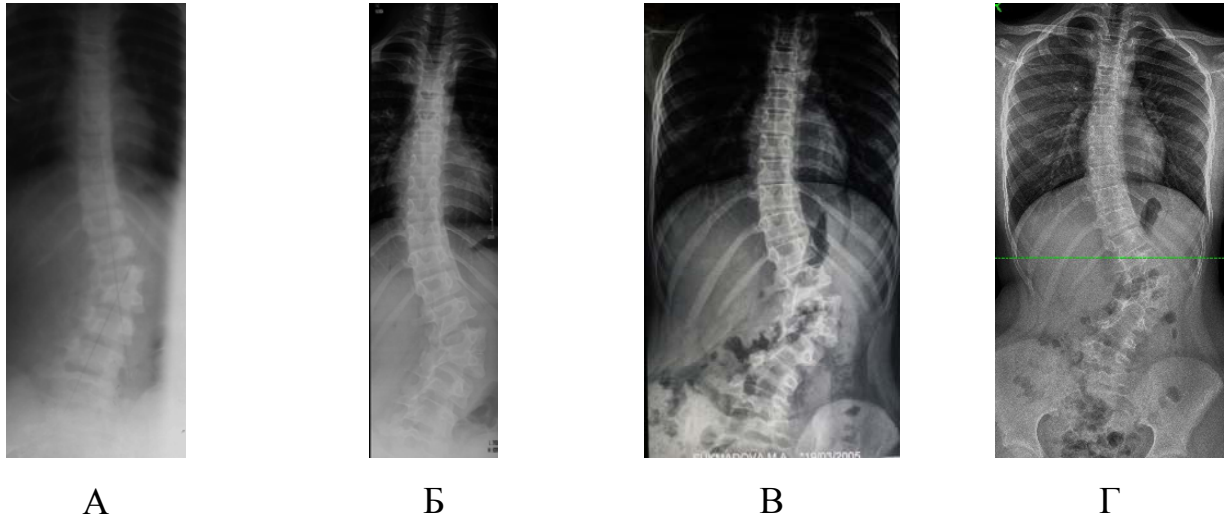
Рентгенограммы позвоночника пациента С. (№28) в прямой проекции (возраст от 10 лет 8 месяцев до 14 лет 6 месяцев) с прогрессирующим сколиозом при заднебоковом левостороннем сверхкомплектном полусегментированном полупозвонке L3 (конкресцированным с L2 позвонком), где: А – первичная спондилограмма; Б – через 1 год наблюдения; В – через 3 года наблюдения; Г – через 4 года наблюдения
